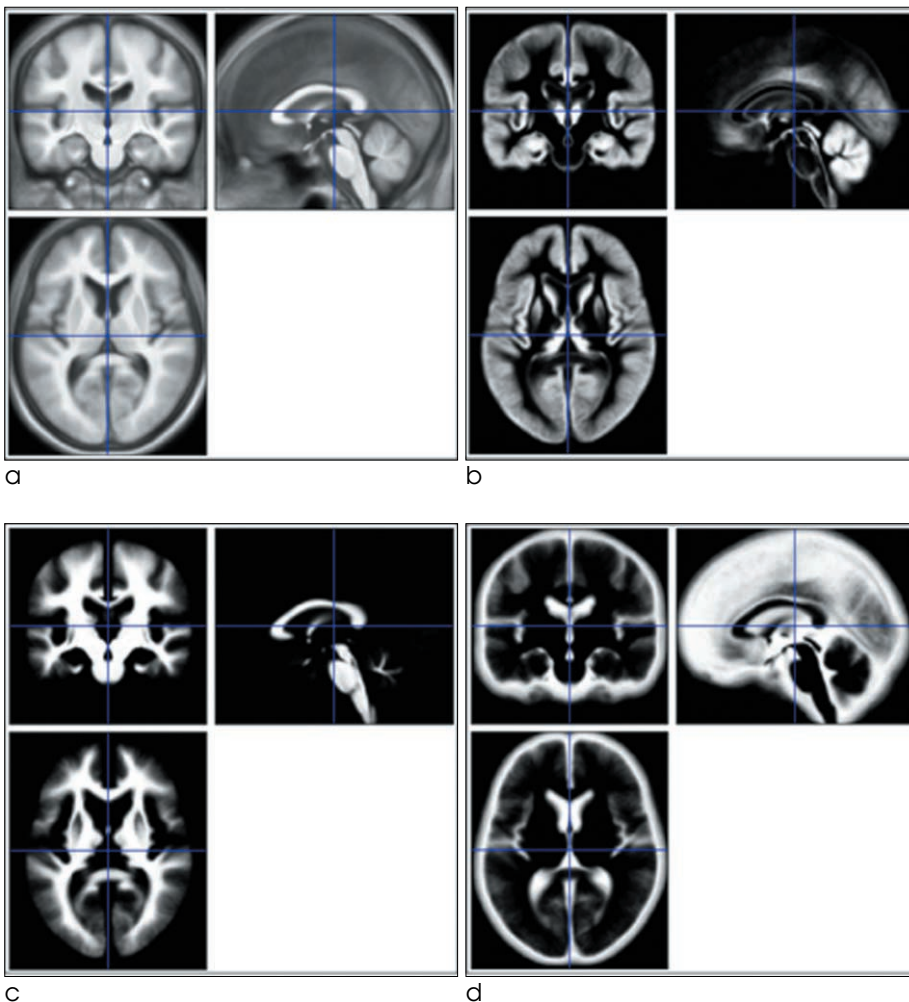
The created standard brain templates of three-dimensional T1-weighted (a) and the corresponding tissue maps of gray matter (GM, b), white matter (WM, c), and cerebrospinal fluid (CSF, d).
